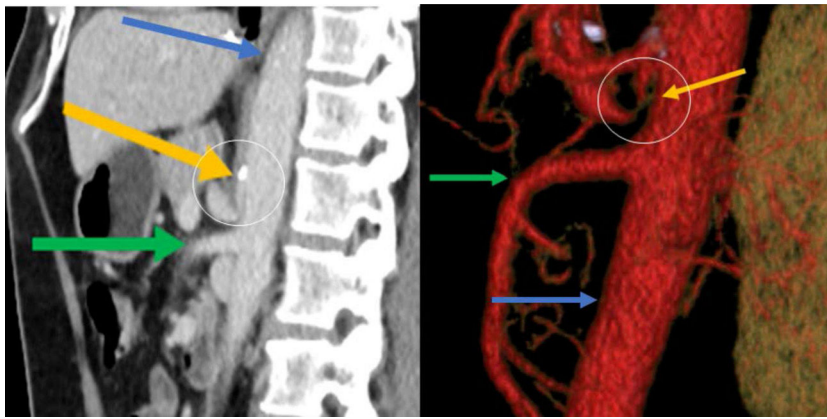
Reconstrucción sagital de la angio-TC abdominal en fase arterial, donde se demuestra una disminución en el calibre del origen del tronco celíaco de segmento corto con angulación superior. La flecha amarilla marca el tronco celíaco, la verde la arteria mesentérica superior y la azul la aorta. Dentro del círculo a nivel de la calcificación se aprecia la angulación del tronco celíaco: A) Corte sagital; B) Reconstrucción.
